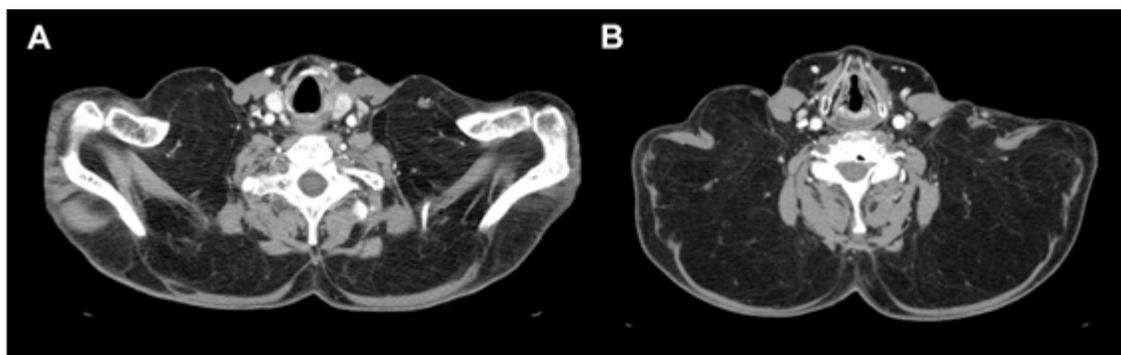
Tomografia computadorizada contrastada do pescoço (A) e do tórax (B) com imagem sugestiva de lipomatose simétrica contornando estruturas musculares e vasos sanguíneos, sem acometimento linfonodal.
